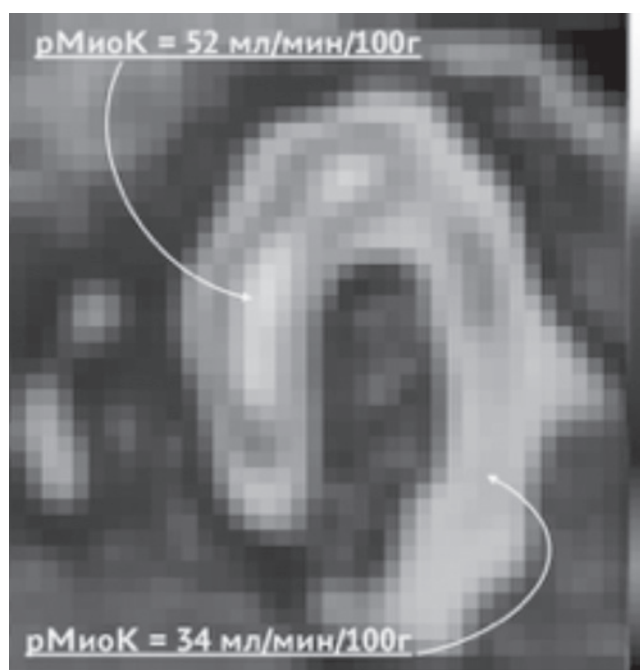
Перфузионная КардиОФЭКТ с ^{99m}Tc -Технетрилом у пациента, перенесшего 4 месяца перед этим острый трансмуральный инфаркт миокарда в бассейне левой огибающей ветви, реконструированная по длинной оси левого желудочка. Визуализируется обширная зона сниженного кровотока в области трансмурального повреждения боковой стенки, с расчетной величиной регионарного миокардиального кровотока 32–34 мл/мин/100 г ткани. В неповрежденной передней стенке и перегородке кровотоки 52–54 мл/мин/100 г ткани. В пограничной зоне между ними — жизнеспособный миокард на краю инфарктного региона — кровотоки 43–45 мл/мин/100 г ткани
